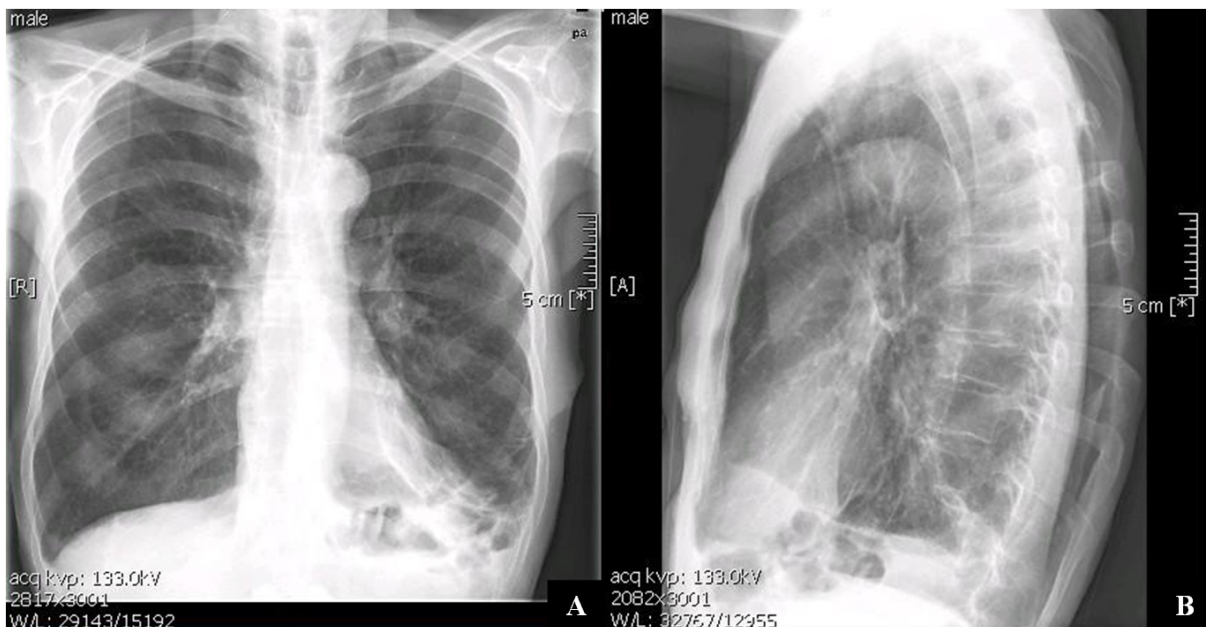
Röntgen-Thorax in zwei Ebenen eines Patienten mit AAT-Mutation (PiMS).
